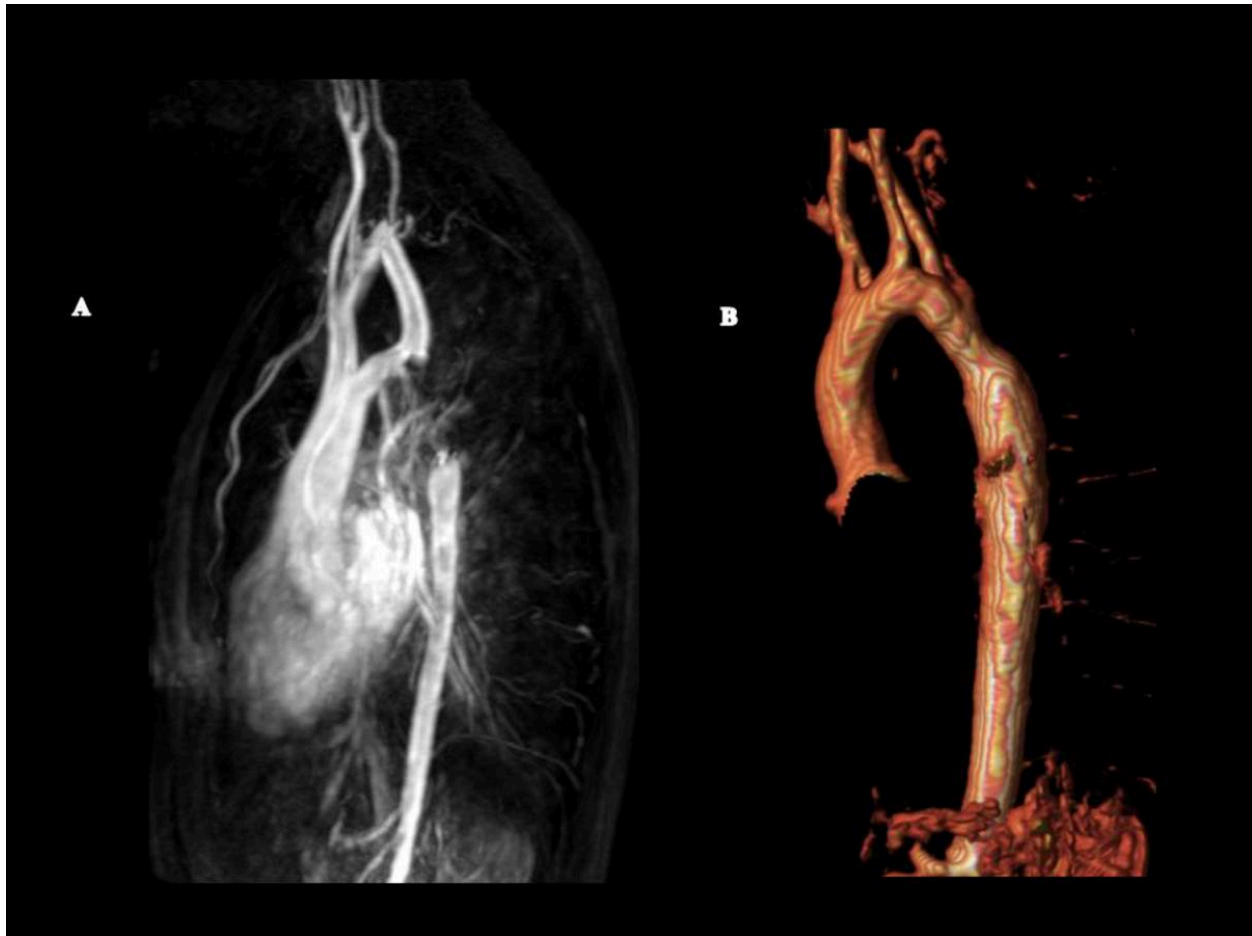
Angio-RM y reconstrucción volumétrica. Coartación aórtica post-ductal. B. Coartación post-quirúrgica.
